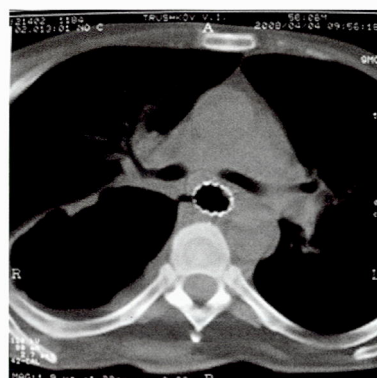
Компьютерная томография органов грудной полости. Трахео-плевро-пищеводный свищ
